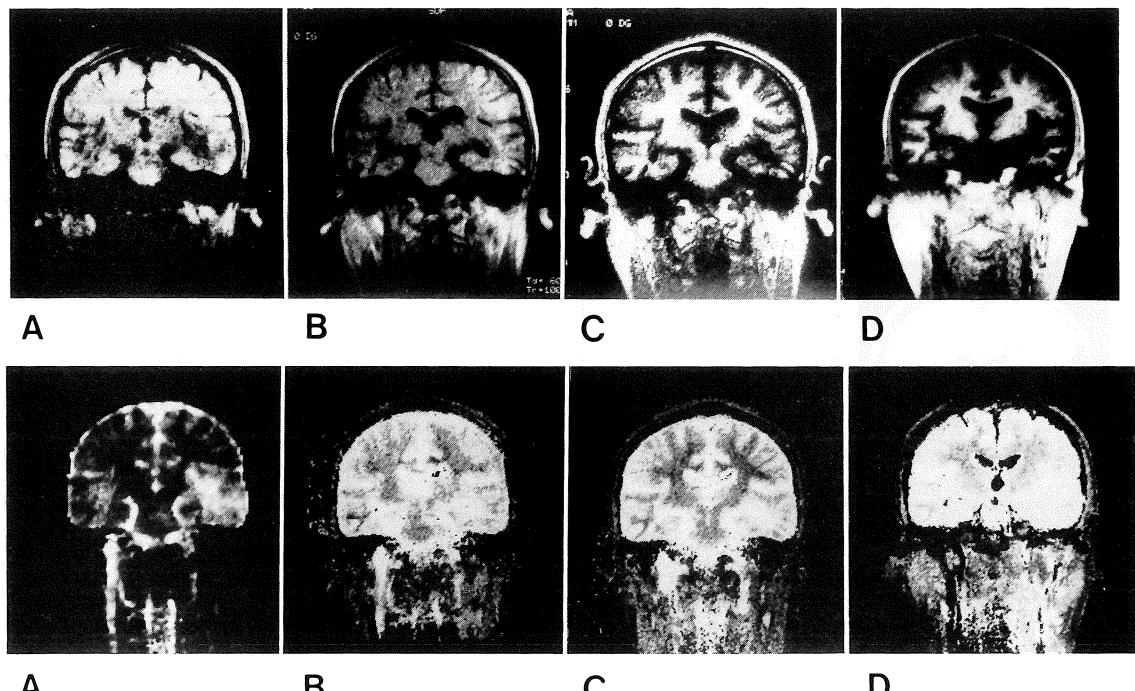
Series of coronal MRI of 11, 12, 23 and 31 months after radiotherapy
